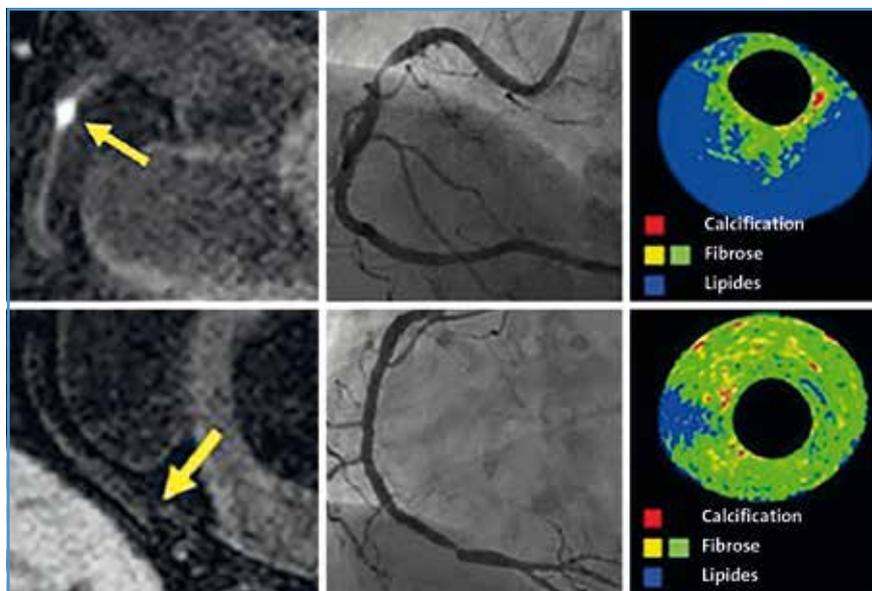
En haut, patient présentant une sténose de la coronaire droite (CD) avec une plaque en hypersignal T1 en IRM, riche en lipides, associée à un risque de lésions myocardiques plus élevé au décours de l'angioplastie. En bas, patient présentant une sténose de la CD avec une plaque en hypersignal T1 en IRM, peu riche en lipides, associée à un risque de lésions myocardiques plus faible au décours de l'angioplastie.
